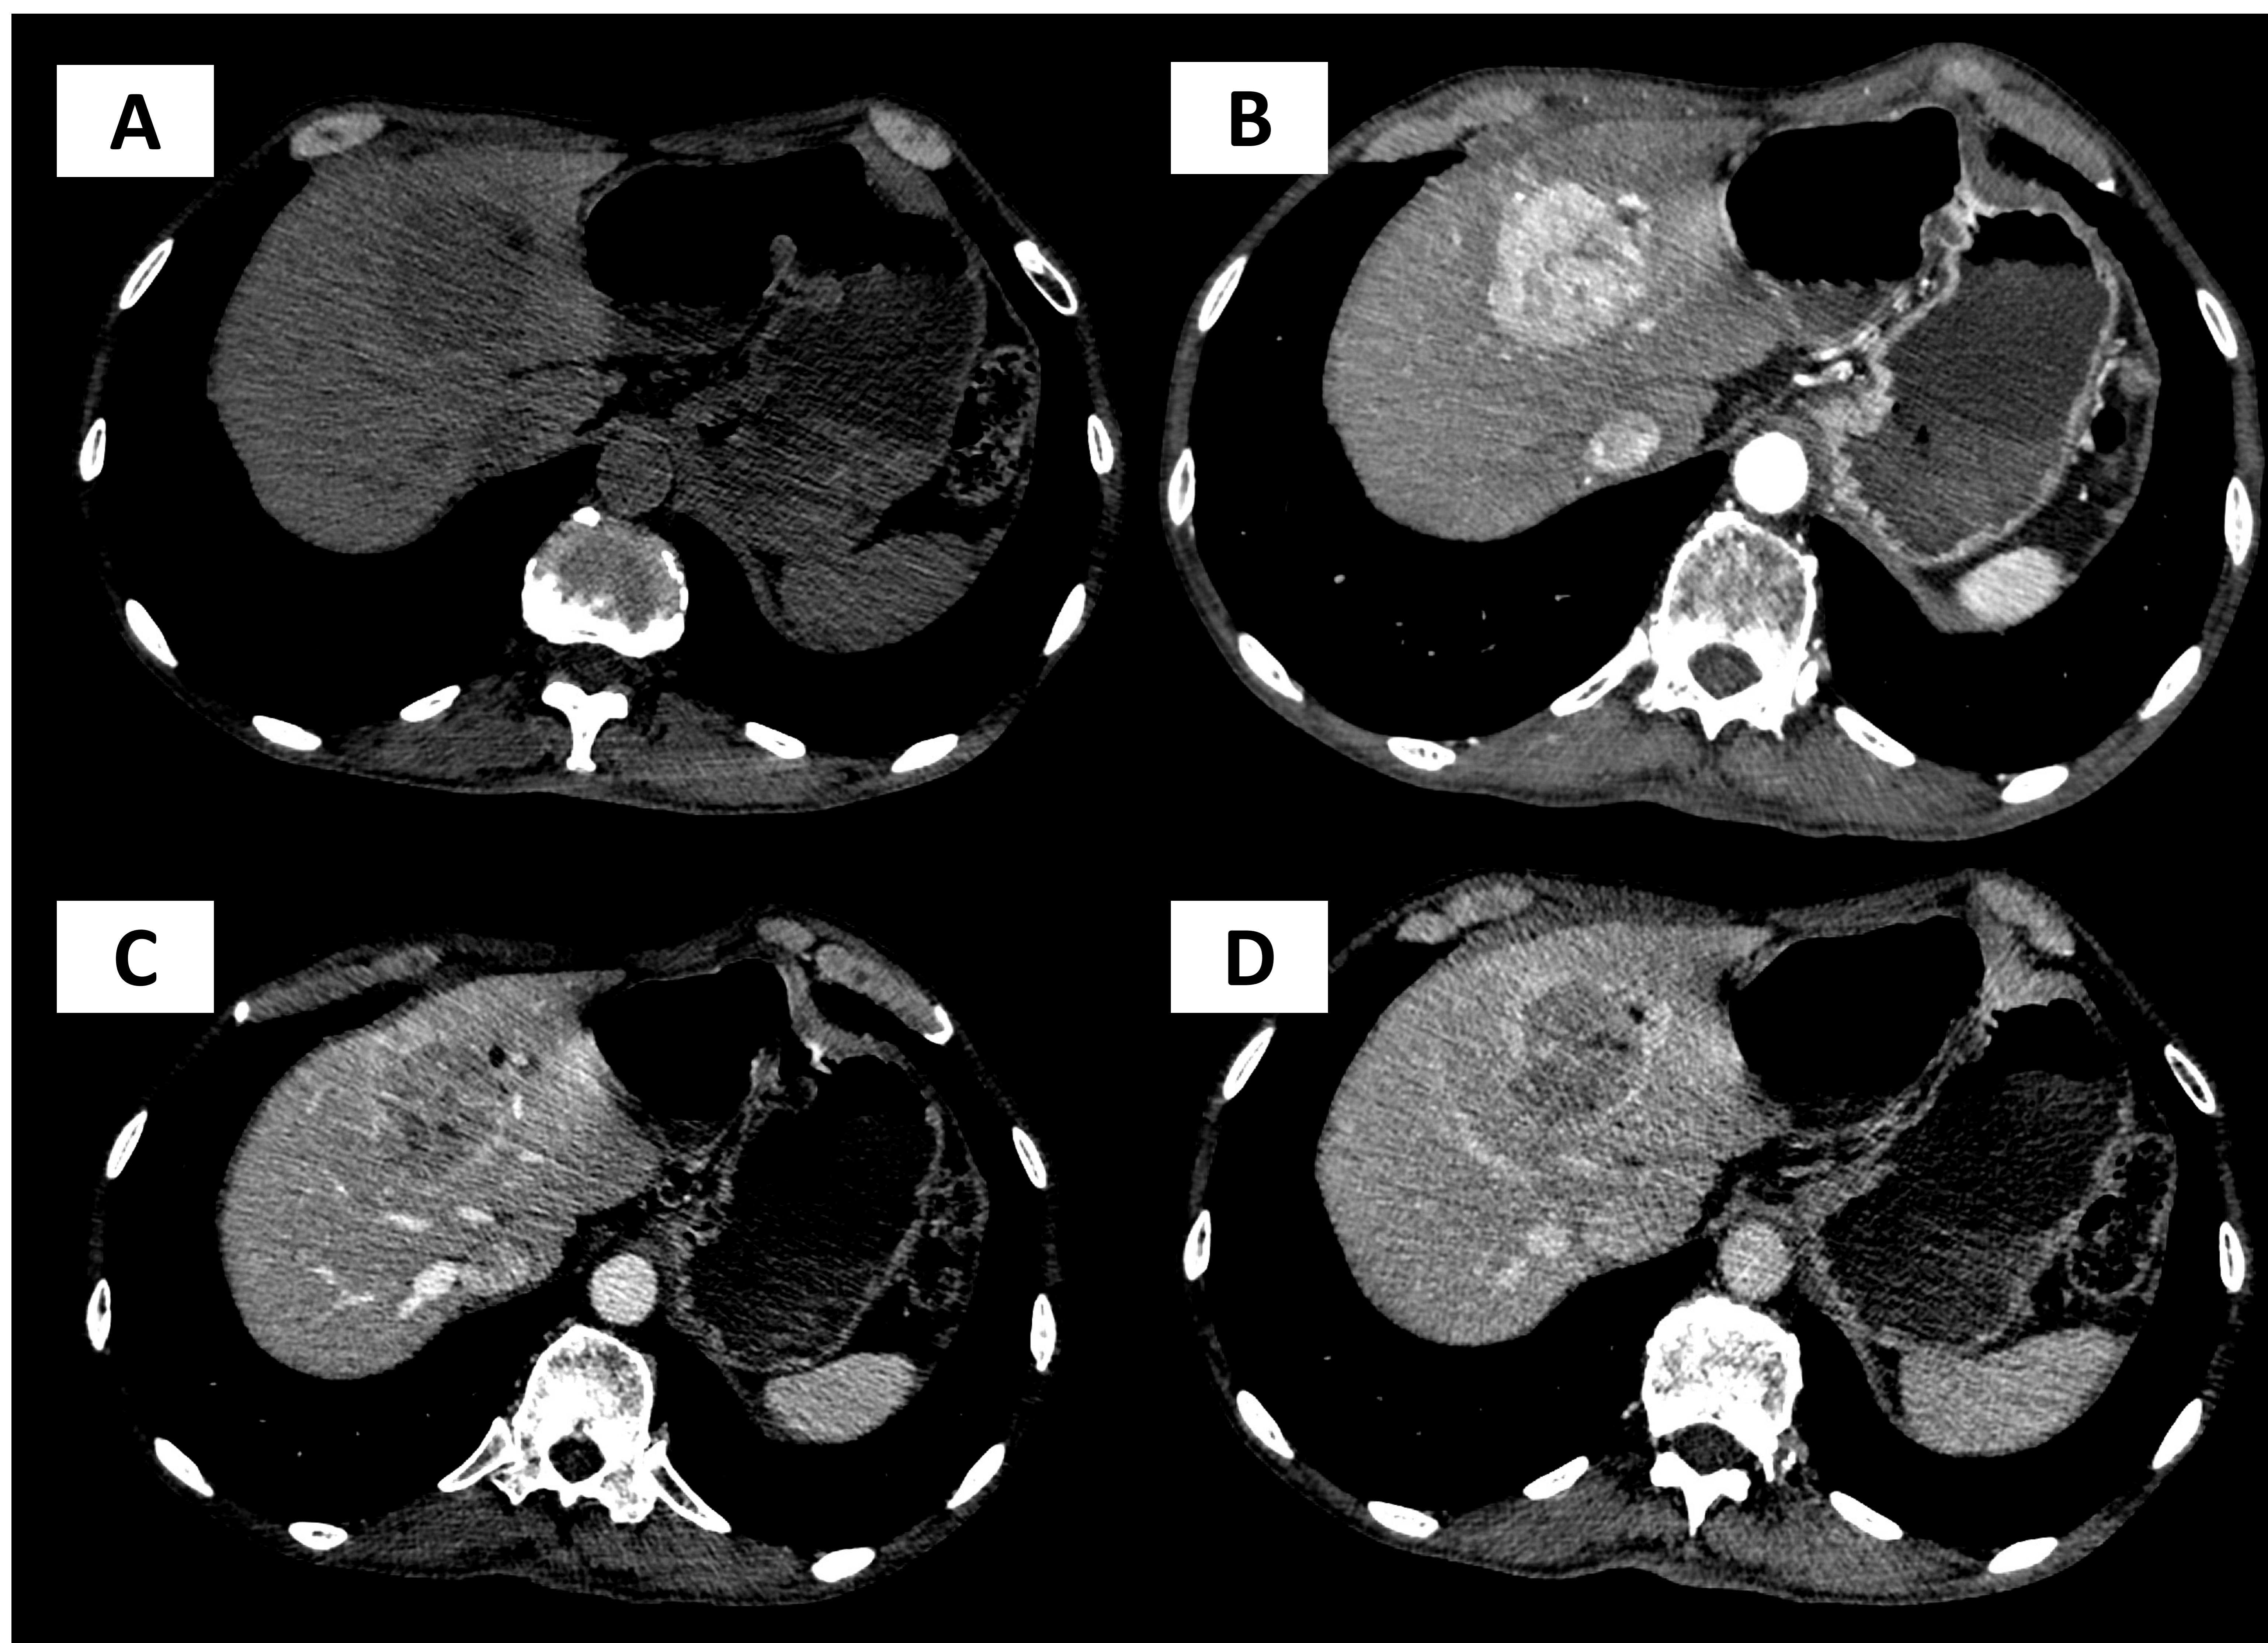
Tomografía computarizada multifásica en fase basal (A), arterial (B), venosa (C) y de equilibrio (D). Lesión en el segmento hepático 4 compatible con hepatocarcinoma.
